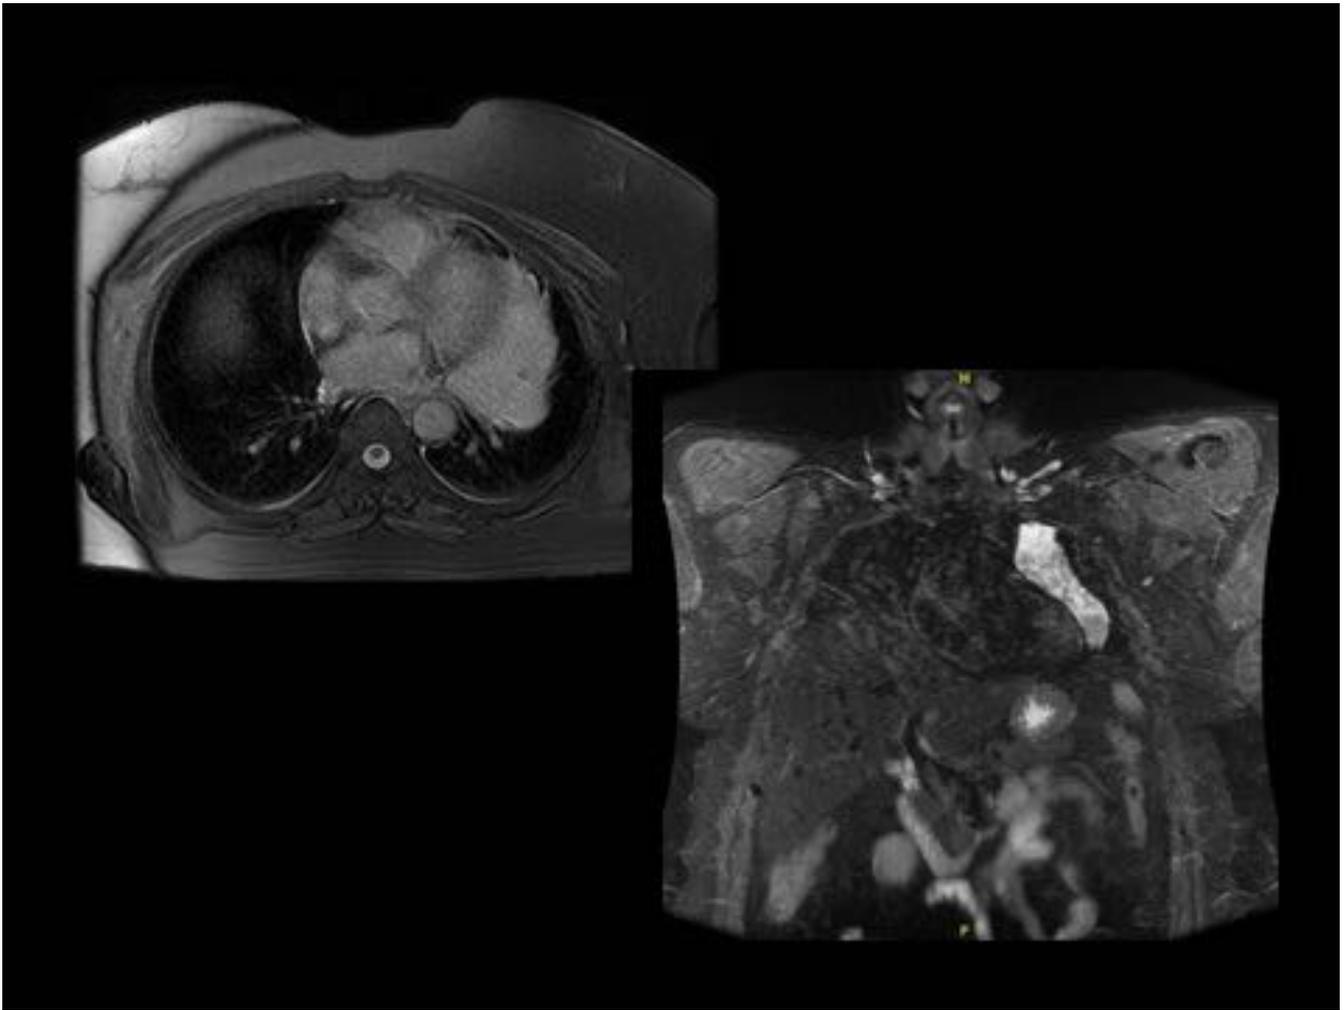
RM, axial Fiesta y coronal Stir, para caracterizar la lesión paracardiaca. La anatomía patológica demostró que se trataba de leiomiomatosis benigna metastatizante.
